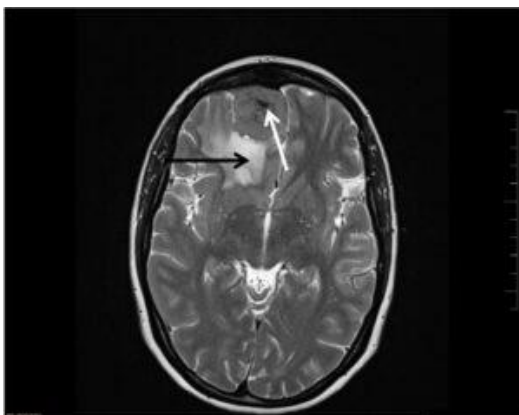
RM craneoencefálica sin contraste. Secuencias T2. Tumoración extraaxial frontobasal derecha (flecha blanca). Edema vasogénico frontal circundante (flecha negra). Lesión compatible con un meningioma.
